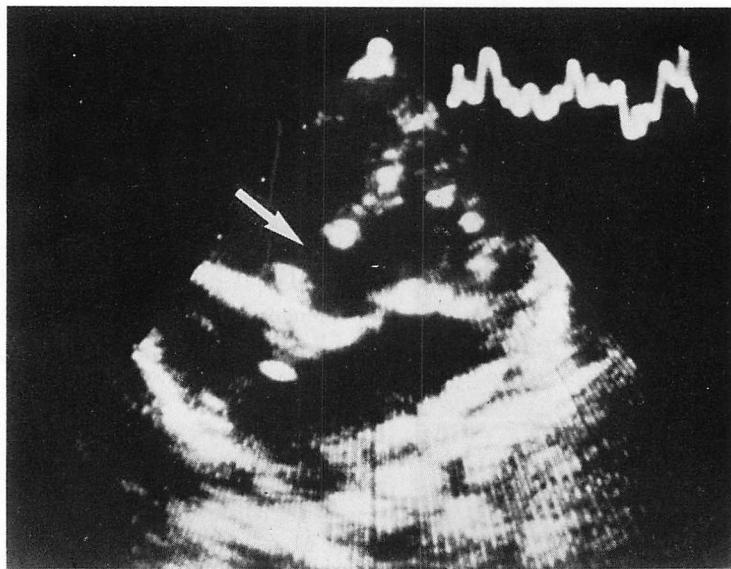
Two-dimensional echocardiogram with a large ventricular septal defect (indicated by an arrow) without a pouch and aneurysm (parasternal four-chamber view).
